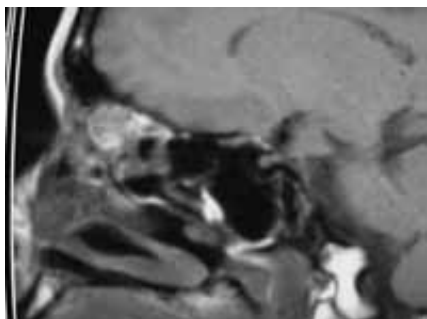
Corte sagital de resonancia magnética (T1) de una paciente de 32 años con diagnóstico de esteseoneuroblastoma clasificación Kadish C.
